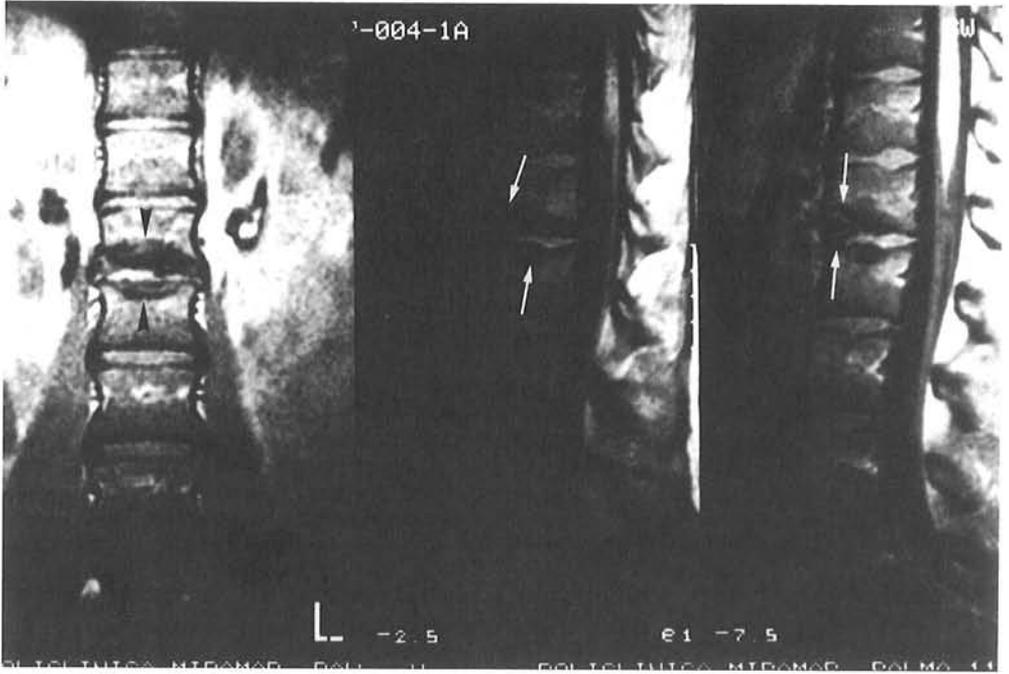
RMN que muestra, a nivel del espacio L1-L2, erosión de la porción anterior de los platillos vertebrales, presencia de un fragmento óseo anterior y herniación del disco entre el fragmento y el cuerpo vertebral.
